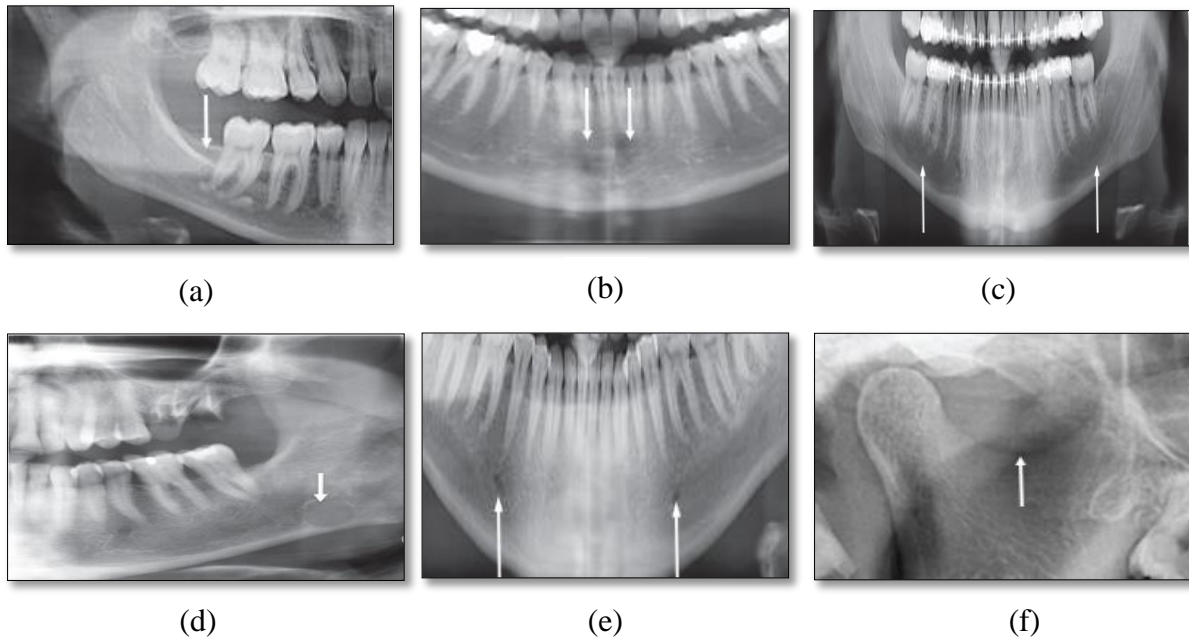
Les structures physiologiques radio-claires au niveau mandibulaire : (a) Radiographie des triangles rétro-molaires., (b) Radiographie des fossettes mentonnières, (c) Radiographie des fossettes sous-maxillaires, (d) Radiographie de la lacune de stafne, (e) Radiographie du canal dentaire inférieur et le trou mentonnier, (f) Radiographie de l'échancrure sigmoïde [6].
